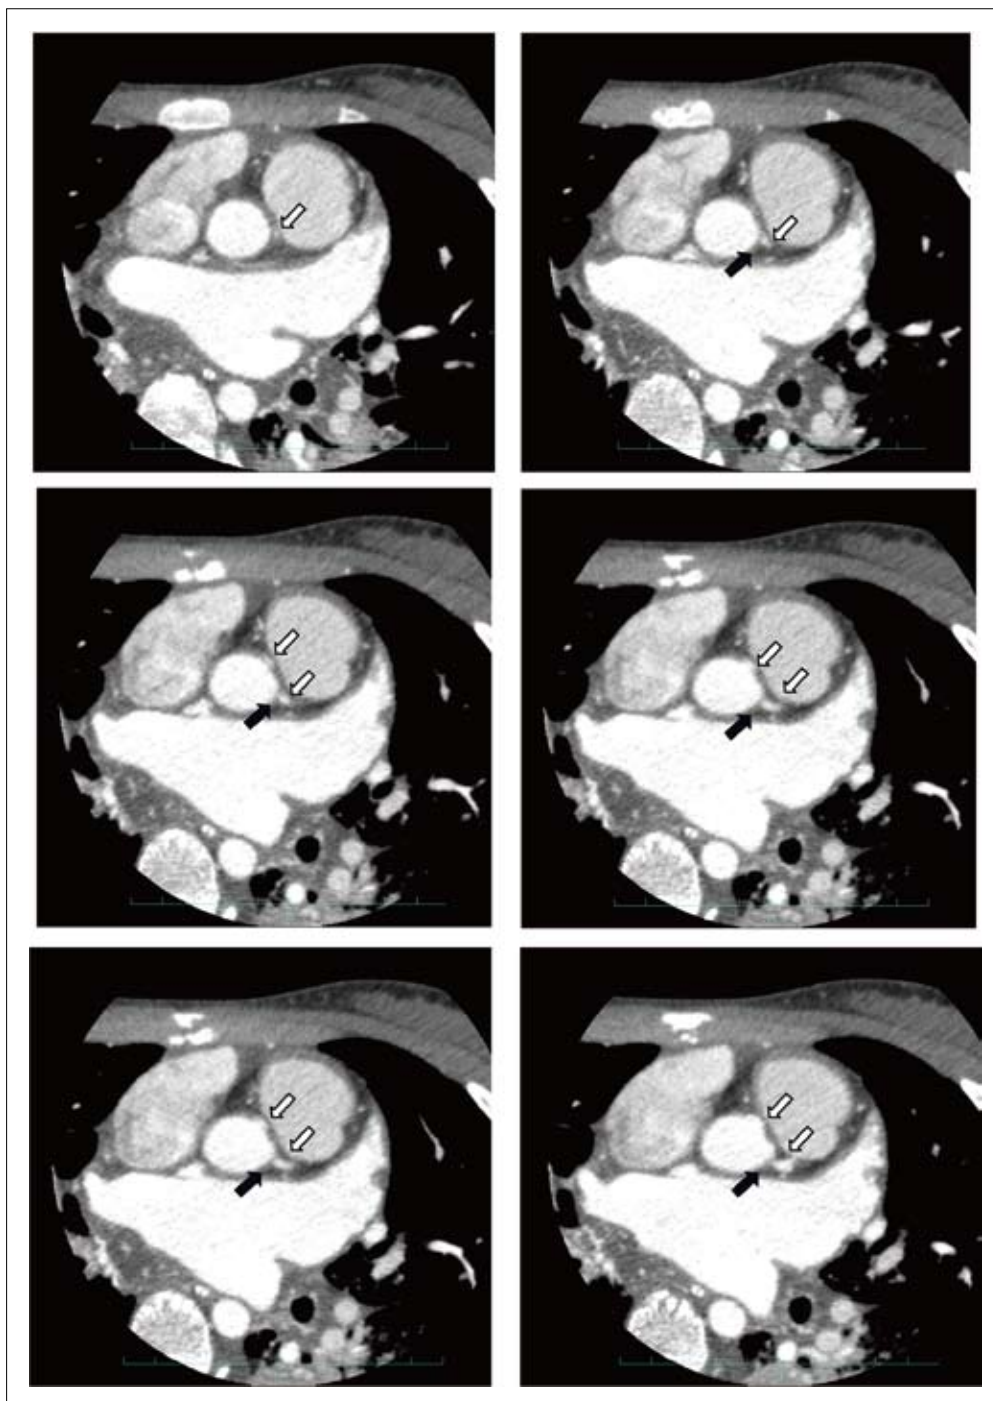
Preoperative coronary computed tomography (CT) revealed the intramural left coronary arising from the anterior wall of the ascending aorta (white arrows). The left coronary was separated from the ascending aorta by the septal wall (black arrows).
